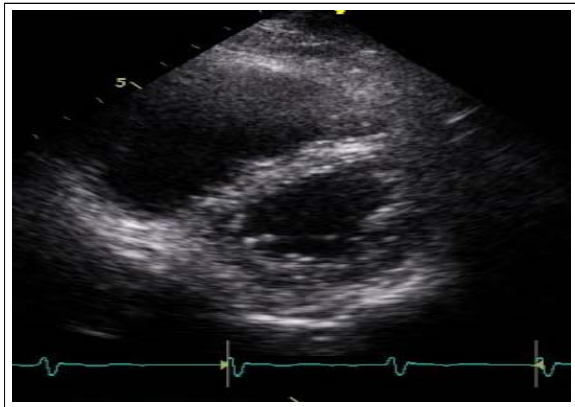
Echocardiography(parasternal short axis view) showing paradoxical septal motion(D-shaped LV).
